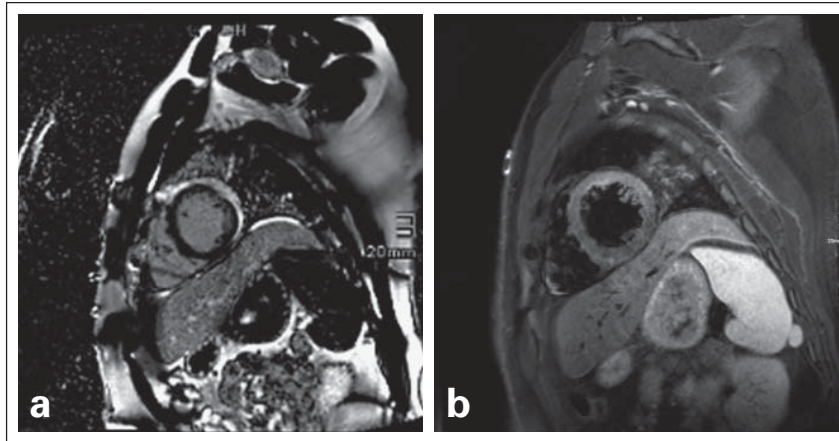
Kardiales MRT. (a): LGE-Sequenz (subepikardiales LGE „mid-cavity“ bis apikal, anterolateral bis inferolateral); (b): STIR-Sequenz (ödematöse Veränderung des Myokards)
